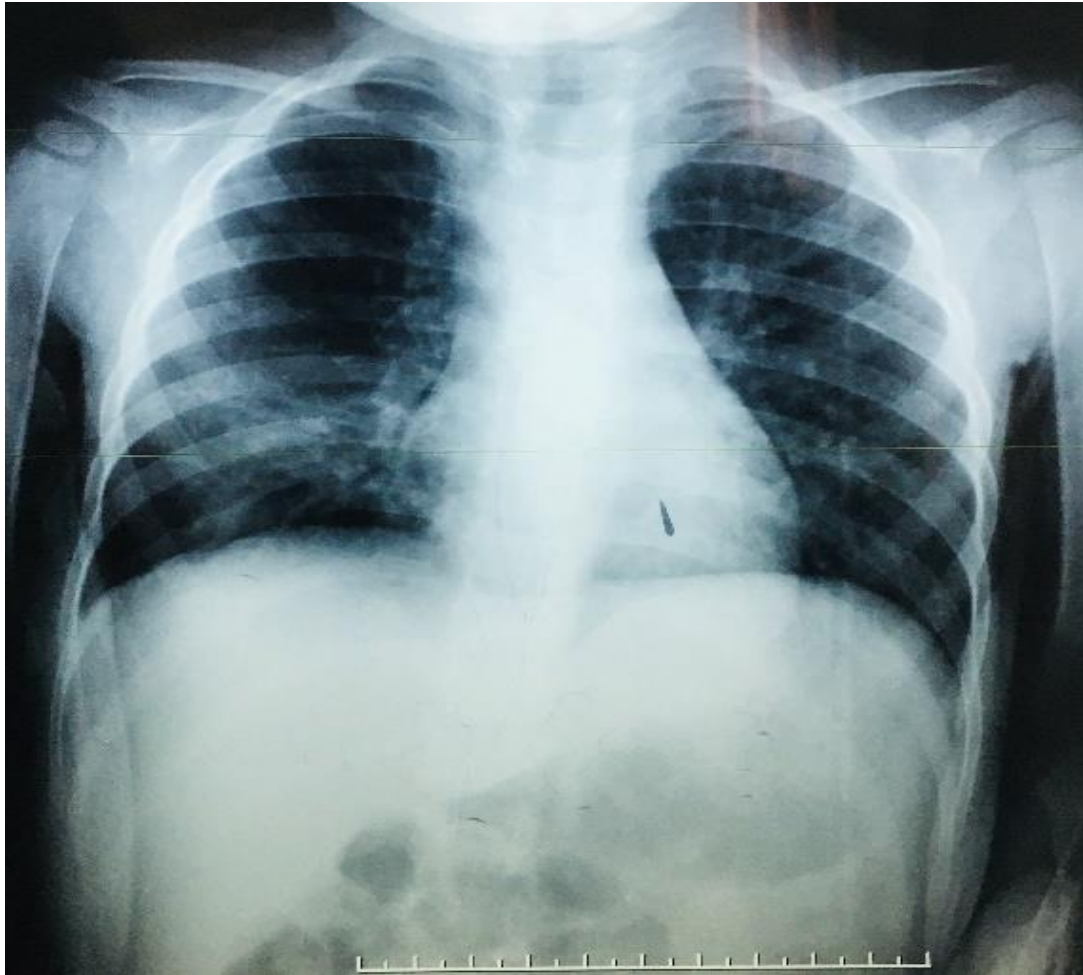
Photo prise au service de P1 : radiographie thoracique réalisée le 20/09/2017 montrant un syndrome bronchique droit.
